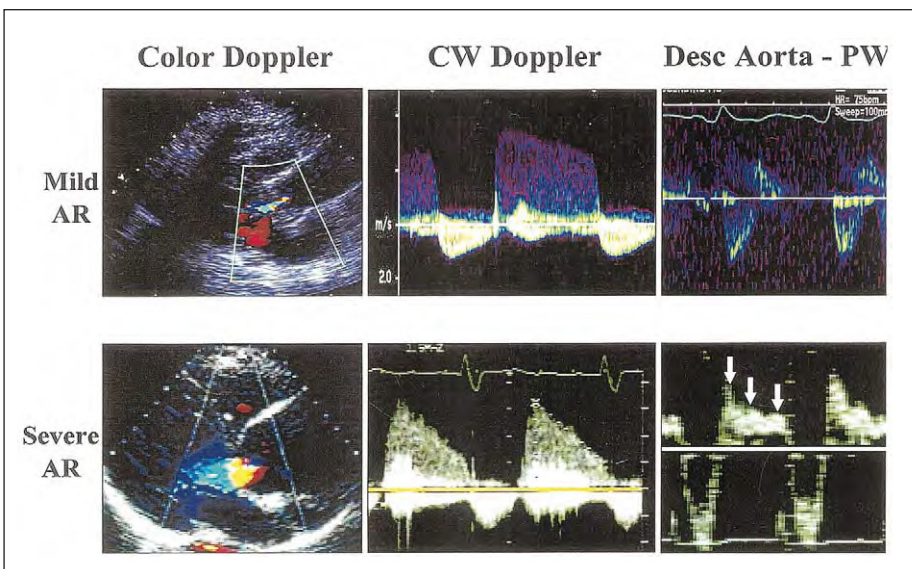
Vues en Doppler couleur et par Doppler continu (DC) du flux régurgitant et vue en Doppler pulsé (DP) du flux dans l'aorte descendante dans un cas d'insuffisance aortique légère et sévère (IA). Comparé à l'IA légère, le cas d'IA sévère a un jet large dans la chambre de chasse du VG, un taux de décélération rapide de la vitesse de l'IA par DC et un reflux holo-diastolique du flux dans l'aorte descendante (flèches).
